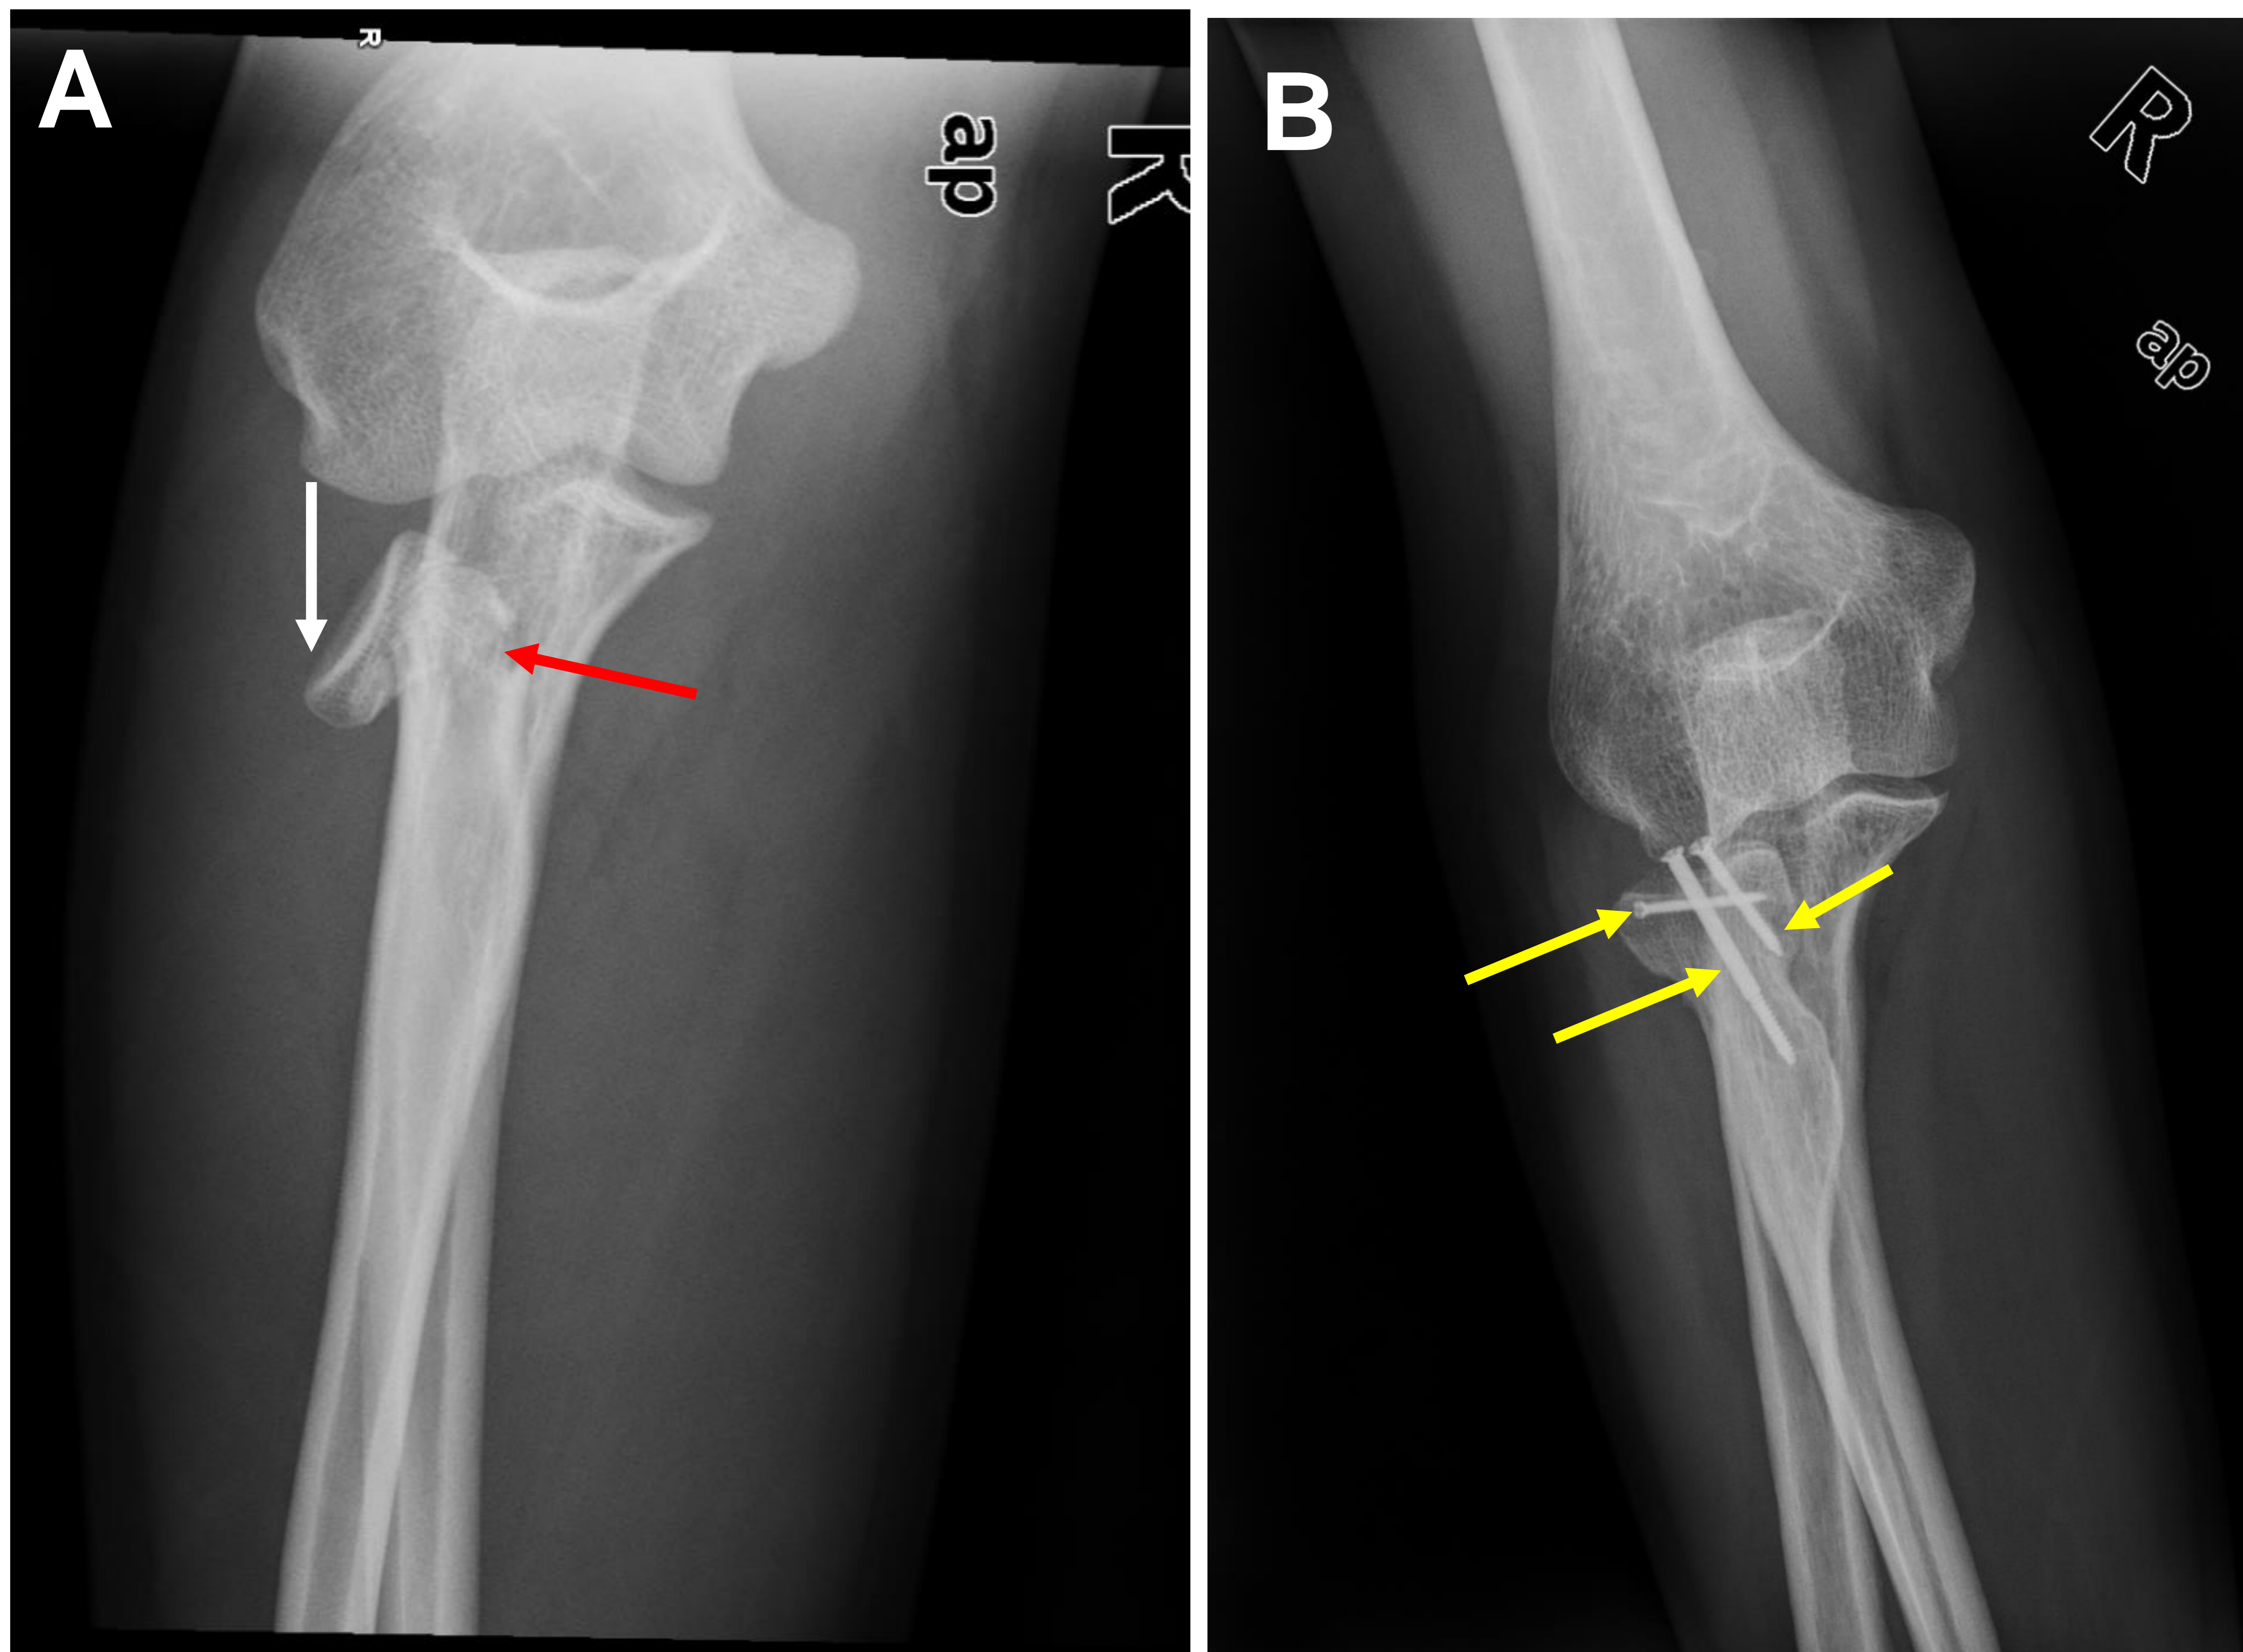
A) Radiografía AP de codo derecho con fractura conminuta de la cabeza/cuello radial (flecha roja) con importante desplazamiento y pérdida de la congruencia articular (flecha blanca), compatible con tipo III de Mason.
